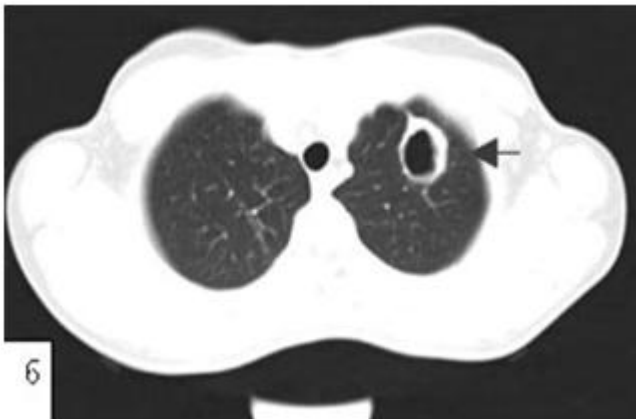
Комп'ютерна томограма. Ехінококкова кіста верхньої частки лівої легені.
